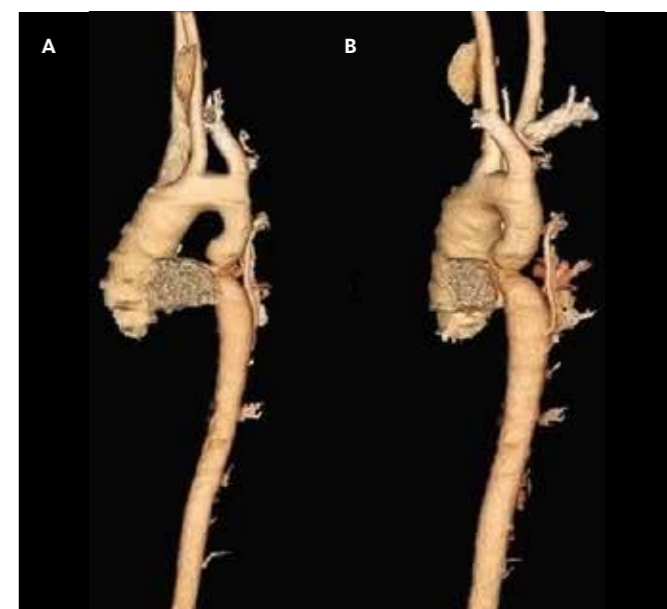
Darstellung einer Aortenisthmusstenose durch Anwendung der Computertomographie (CT). A 3-D-Rekonstruktion mit streng seitlicher Ansicht; B elektronisch halb nach links gedrehtes Bild
